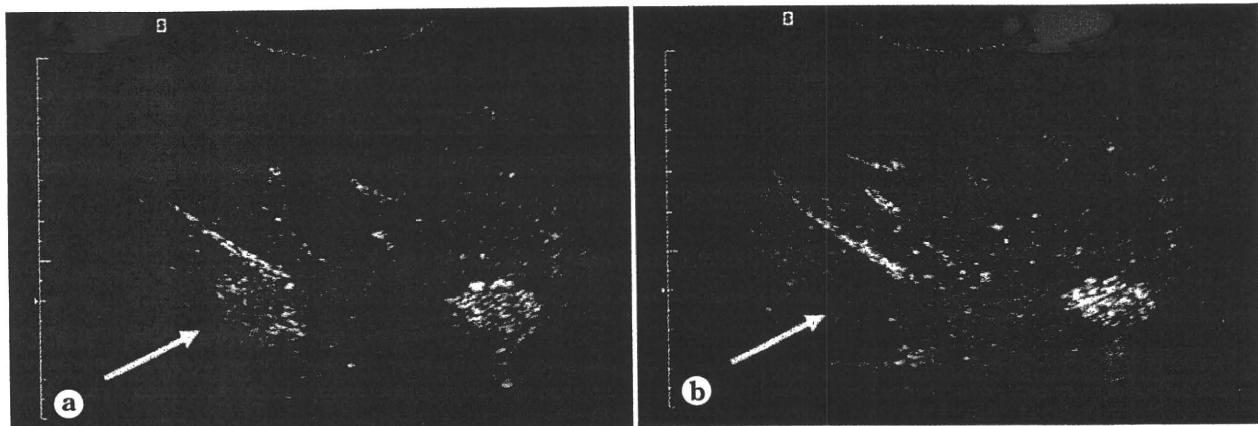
肝細胞腺腫の造影超音波検査所見(SonoVue)(文献¹⁴⁾より改変)
